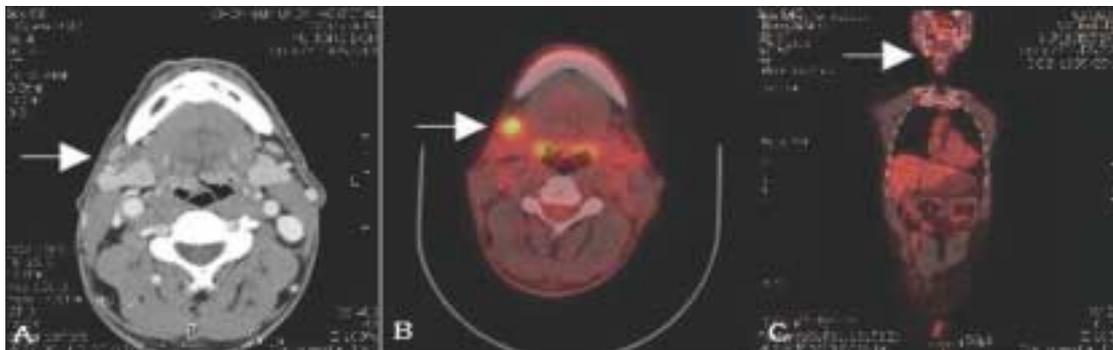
A 66 year-old man with lower lip cancer. (A) Enhanced CT showing a metastatic lesion in right cervical lymph node level I. (B) Axial image of ¹⁸F FDG-PET/CT showing increased FDG uptake in the right cervical lymph node level I. (C) FDG uptake in right cervical lymph node level I in projection image. This node was found to contain metastatic squamous cell carcinoma.
